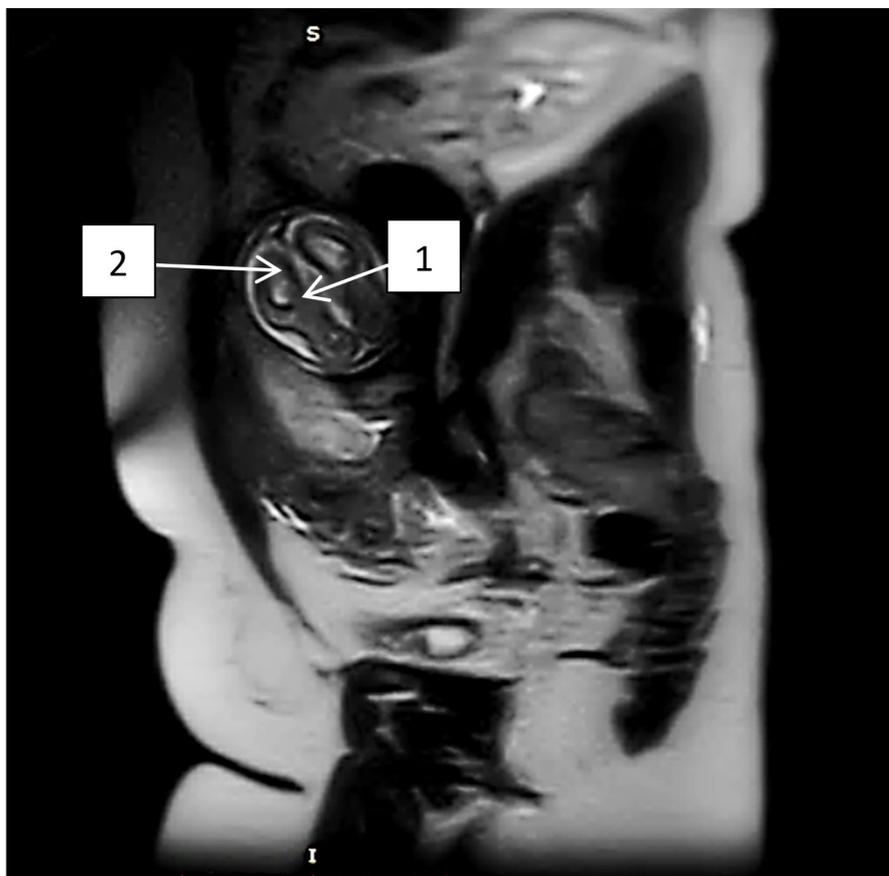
МРТ плода в сагиттальной проекции Т2 ВИ:
